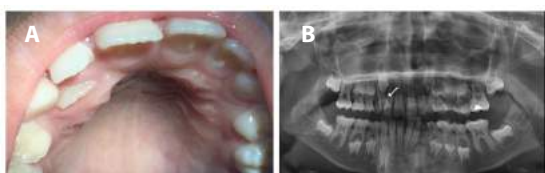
(A) Exame intraoral, vista incisal. Observa-se coroa parcialmente irrompida em palato duro direito. (B) Radiografia panorâmica confirmando o diagnóstico de elemento supranumerário na via de erupção do elemento 13.
